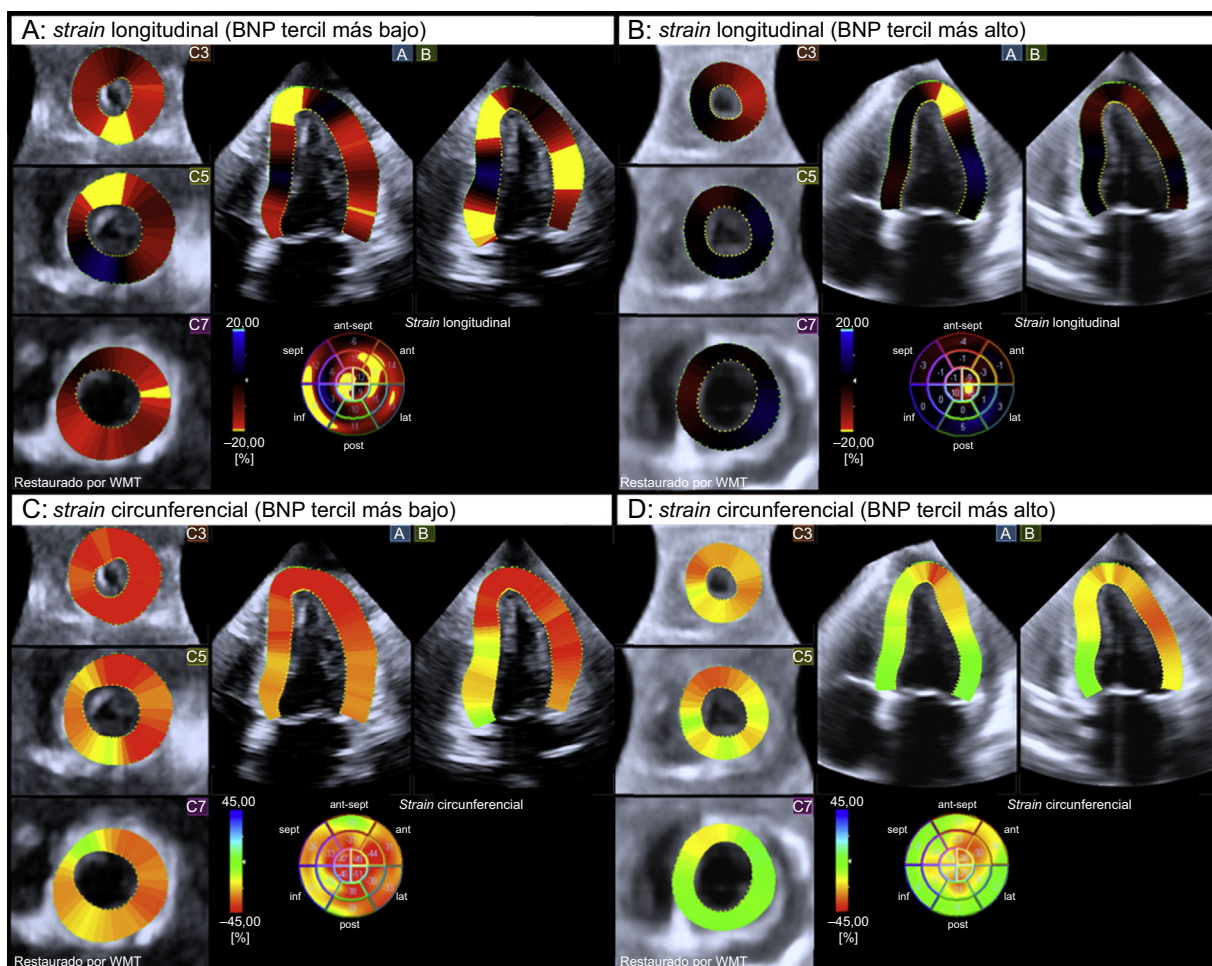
Ecocardiografía *speckle tracking* tridimensional con codificación por colores que muestra el *strain* longitudinal global y el *strain* circunferencial telesistólicos del ventrículo izquierdo, en 2 pacientes con péptido natriurético cerebral situado en el tercil más bajo (A y C) y en el tercil más alto (B y D). Obsérvese la alteración significativa de la mecánica del miocardio en el ventrículo izquierdo en el paciente del tercil más alto de péptido natriurético cerebral (B y D) según el código de colores. BNP: péptido natriurético cerebral; WMT: *Wall Motion Tracking*. Esta figura se muestra a todo color solo en la versión electrónica del artículo.
